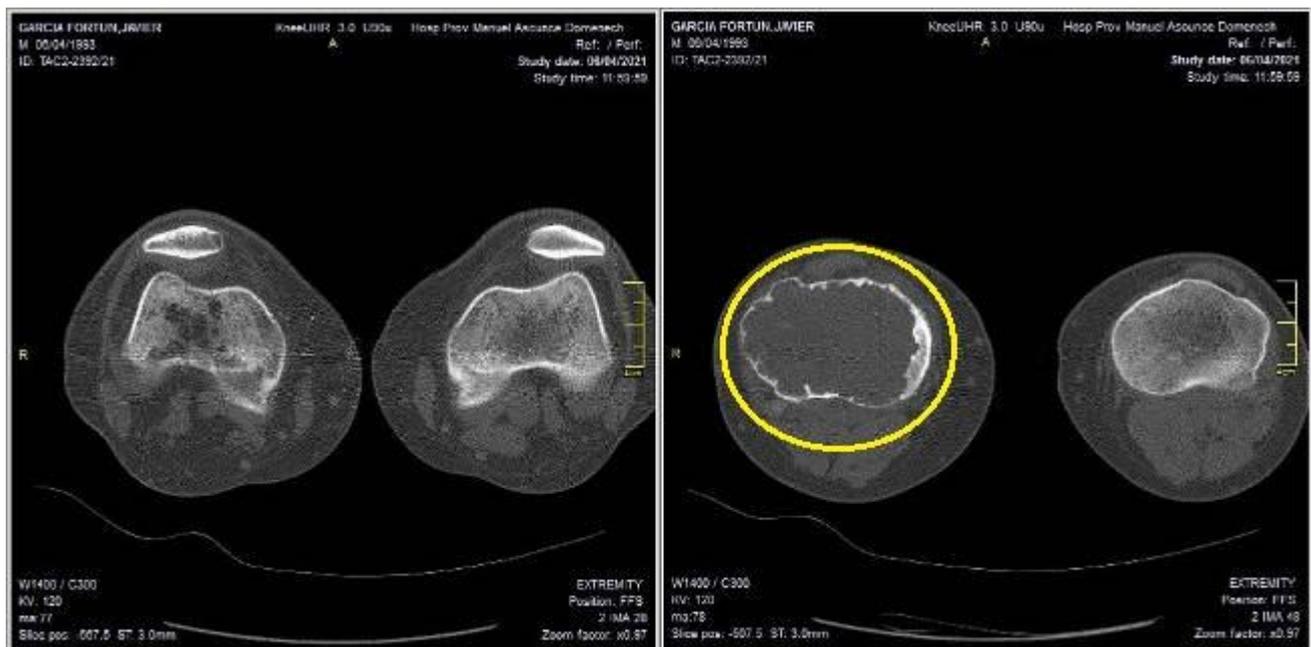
Vista axial de la tomografía axial computadorizada en la que se detecta una imagen osteolítica de la tibia proximal derecha (círculo amarillo) que ocupa prácticamente toda su extensión
